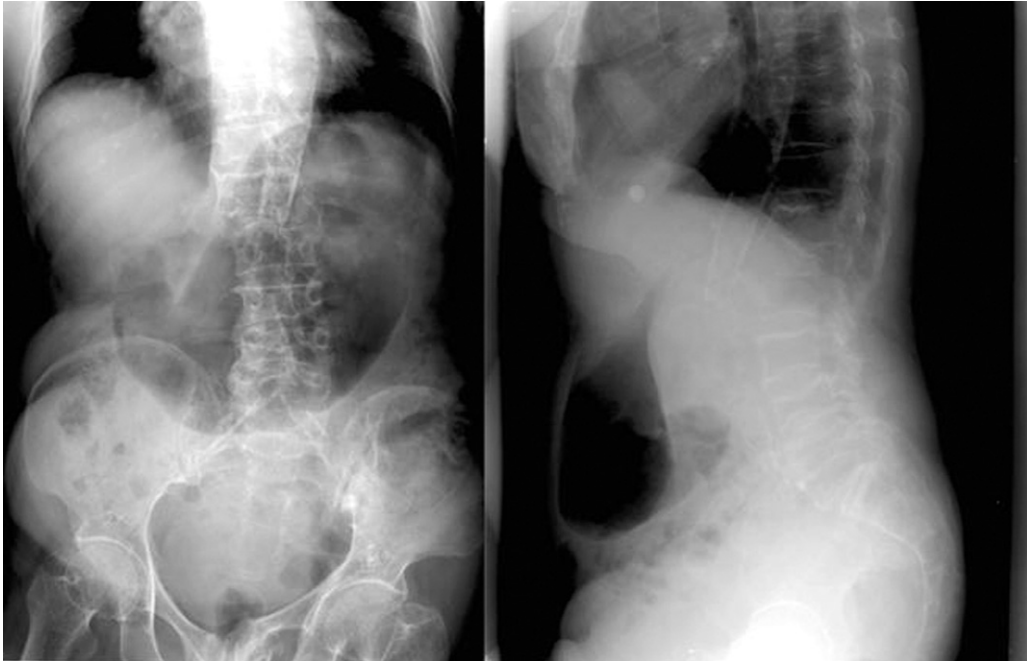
Preoperative radiography after fall down showed spinal fracture through the fused vertebral body following tuberculous spondylitis between T12 and L2, which resulted in spontaneous correction of kyphosis.
